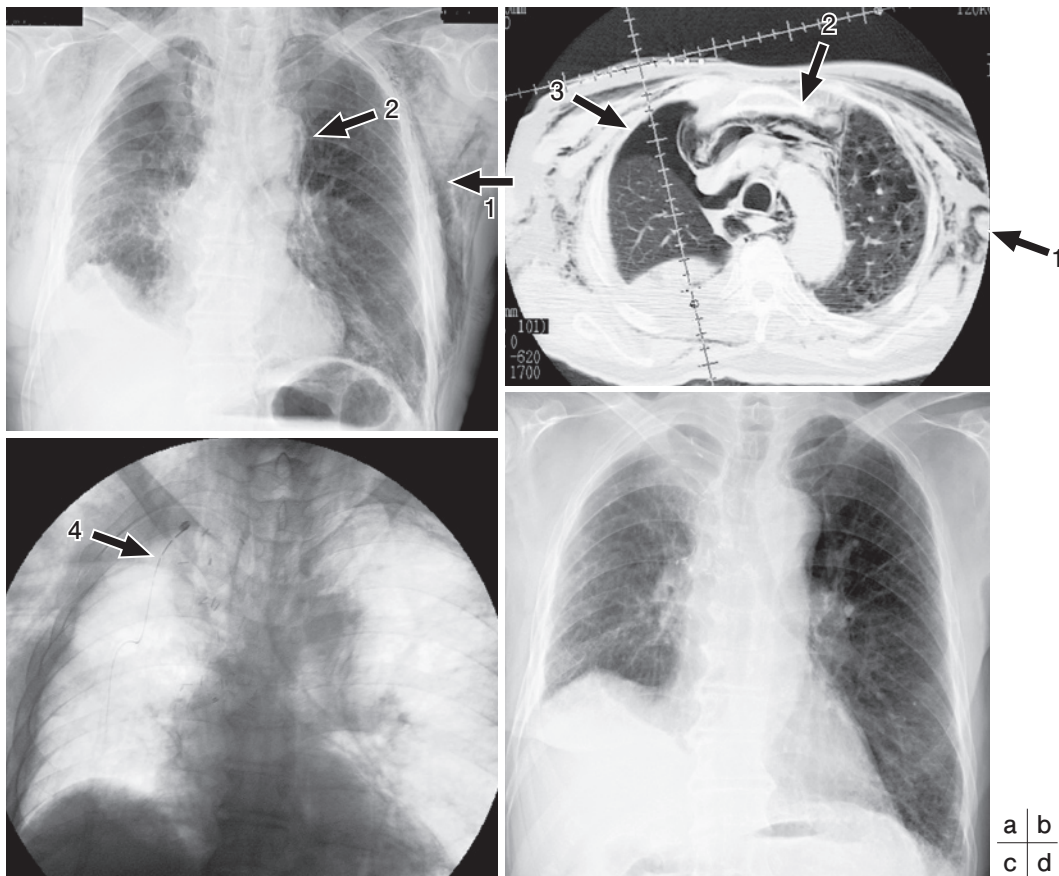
CTマーキング経皮的胸腔ドレナージ(肺癌右肺上葉切除後，気管支切除断端漏，縦隔・皮下気腫)
